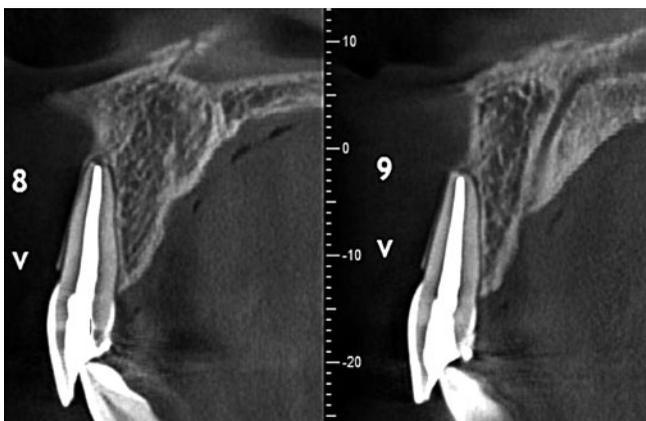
Cone Beam de control a los 7 meses de los elementos 11 y 21.
